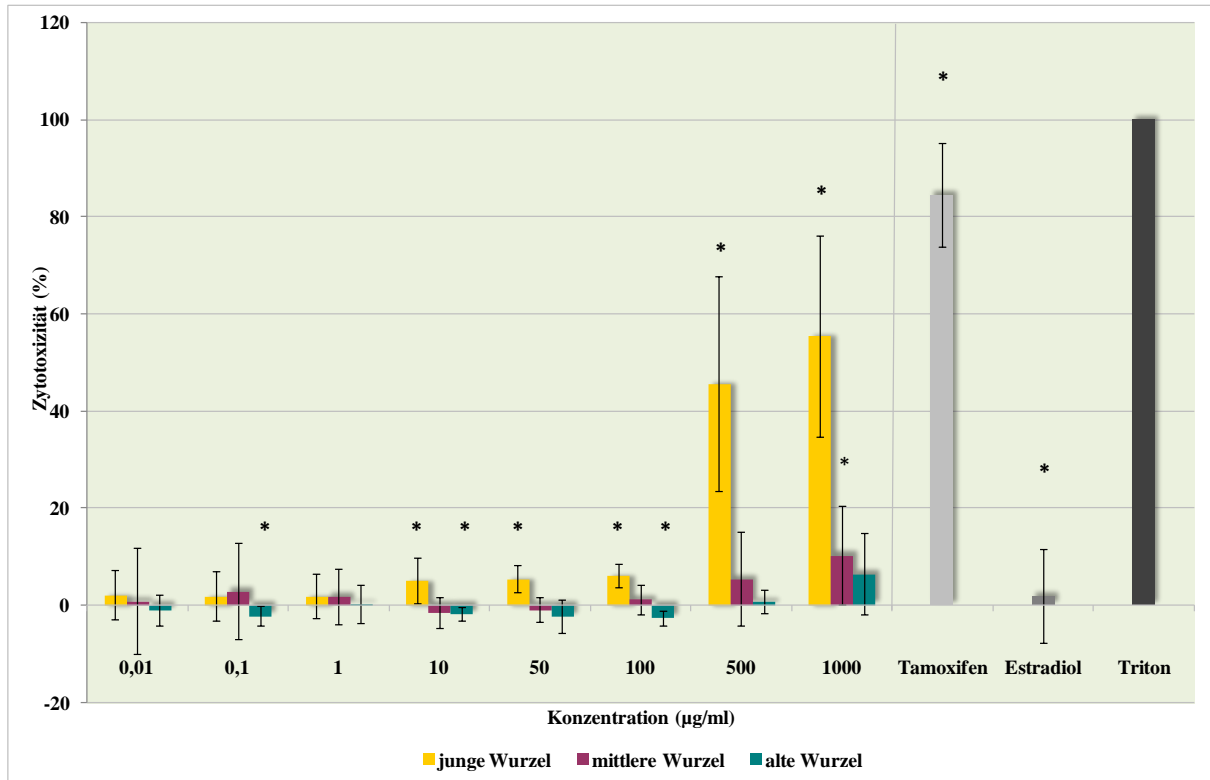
LDH – Test: BT20-Zelllinie - Vergleich zwischen den drei Wurzelaltersstufen
